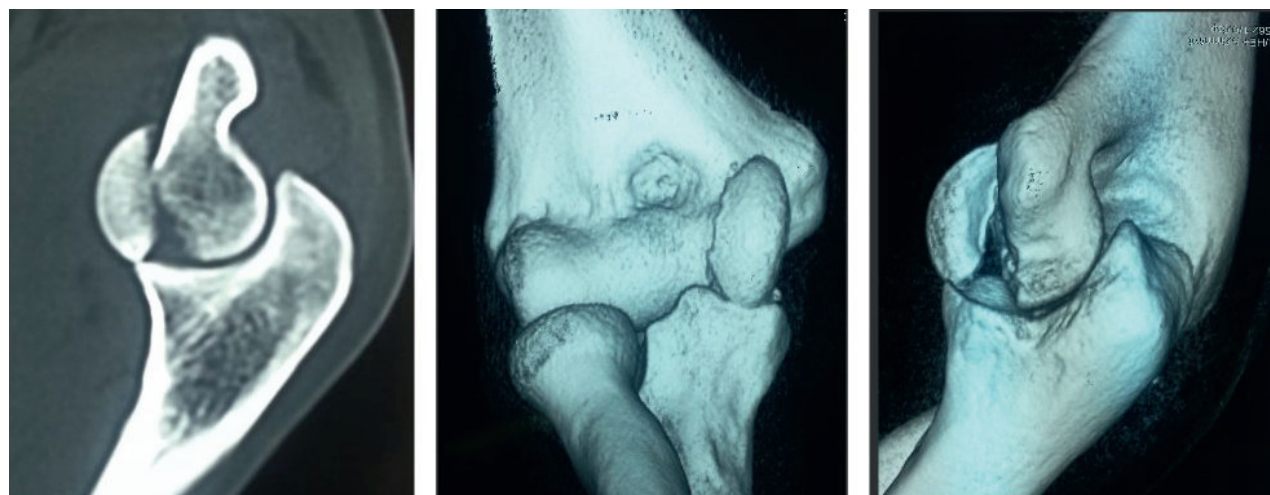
elbow CT scan with 3^D reconstruction showing the size and the tilting of the osteochondral fragment.
